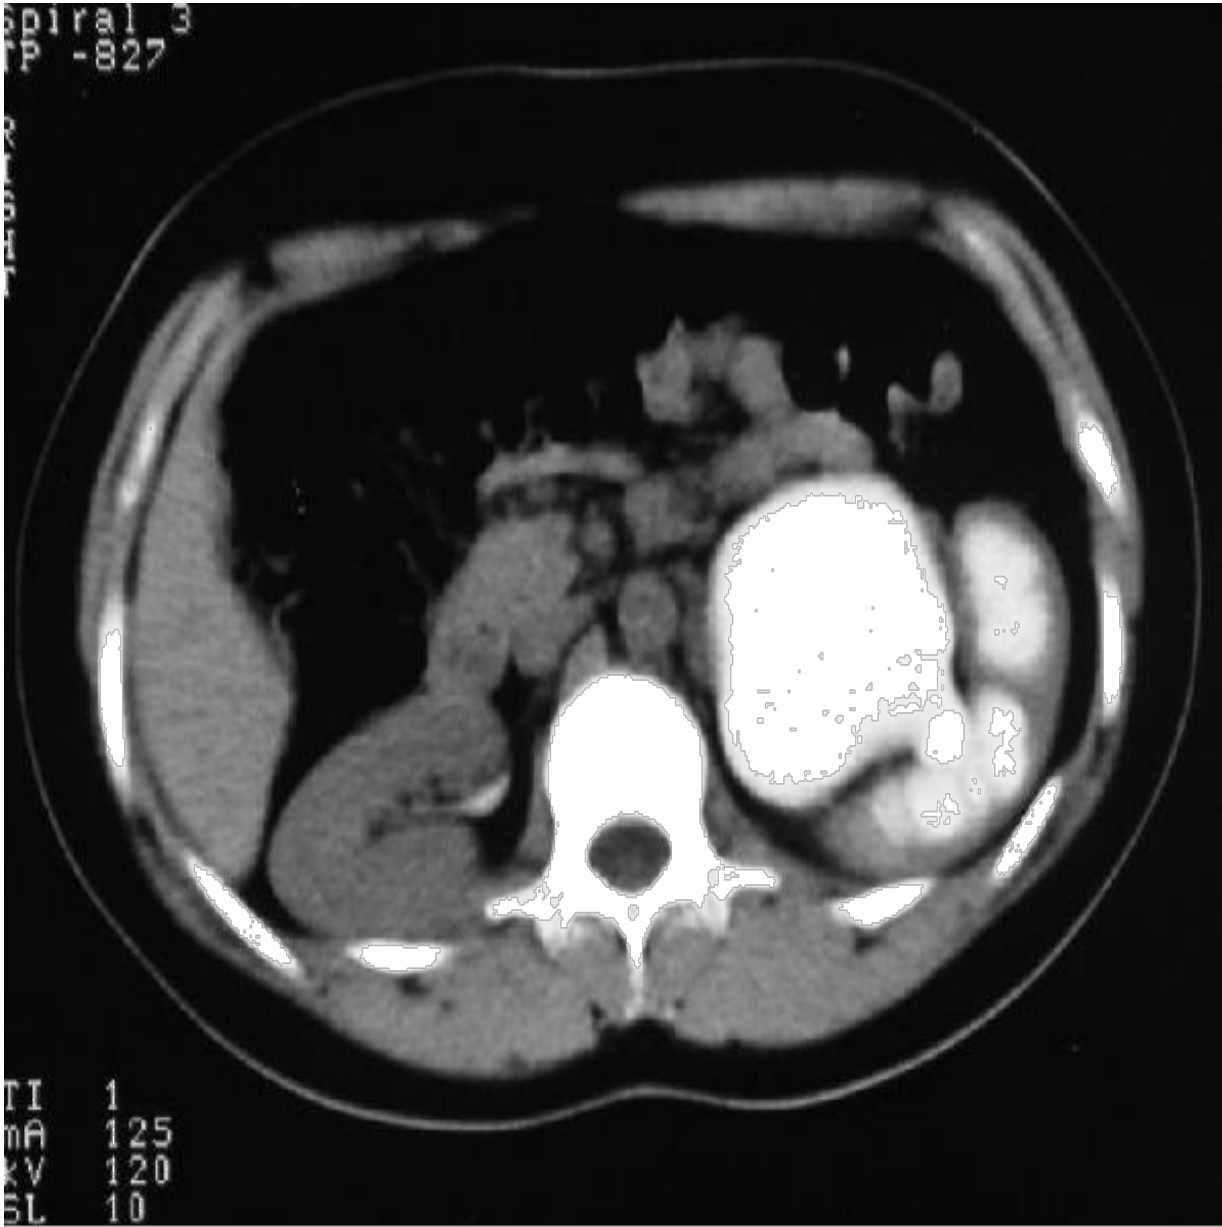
TDM : Hydronéphrose gauche sur syndrome de JPU avec index cortical laminé.
